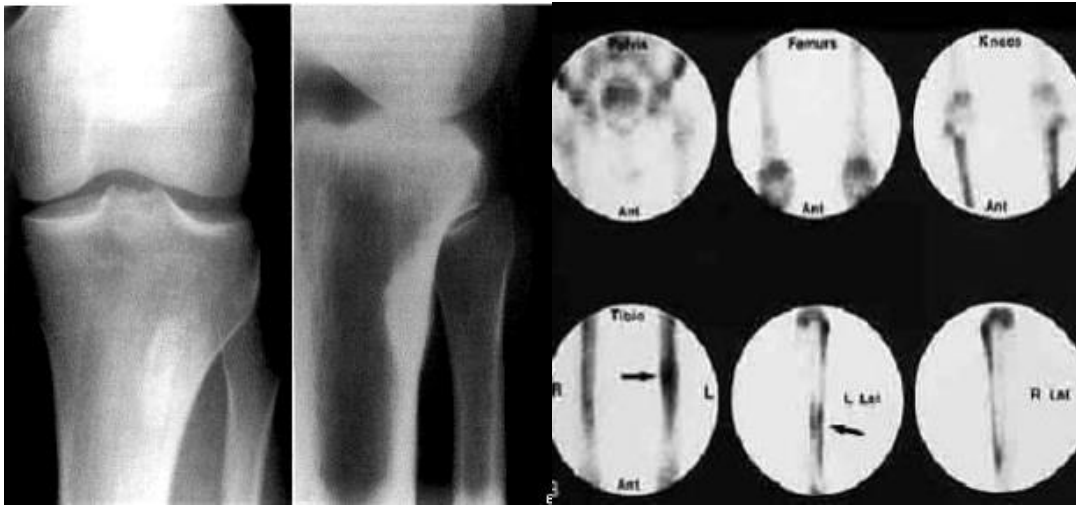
Остеїдна остеома. Фрагменти рентгенограм кісток гомілки в прямій і бічній проекціях і ОСГ – ОО – наступна кінцева її фаза (за Рейнбергом С.А.) – повного скостеніння, що підтверджується даними ОСГ – рівномірне, помірне накопичення РФП ( $^{99m}\text{Tc}$ ) у зоні ураження (за Bank Y.-W.).
